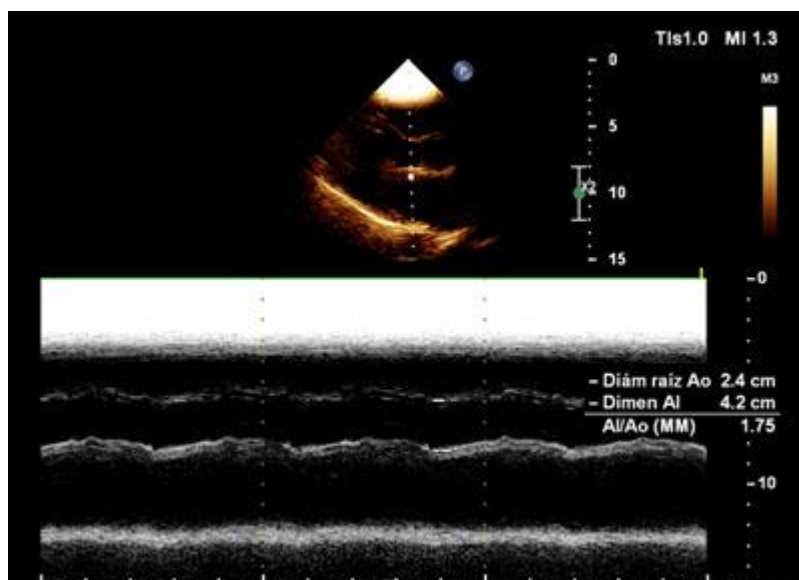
En modo B y en modo M del ecocardiograma en el posoperatorio, se muestran las cavidades cardíacas libres del mixoma. La aurícula izquierda se mantiene algo dilatada (42 mm).
